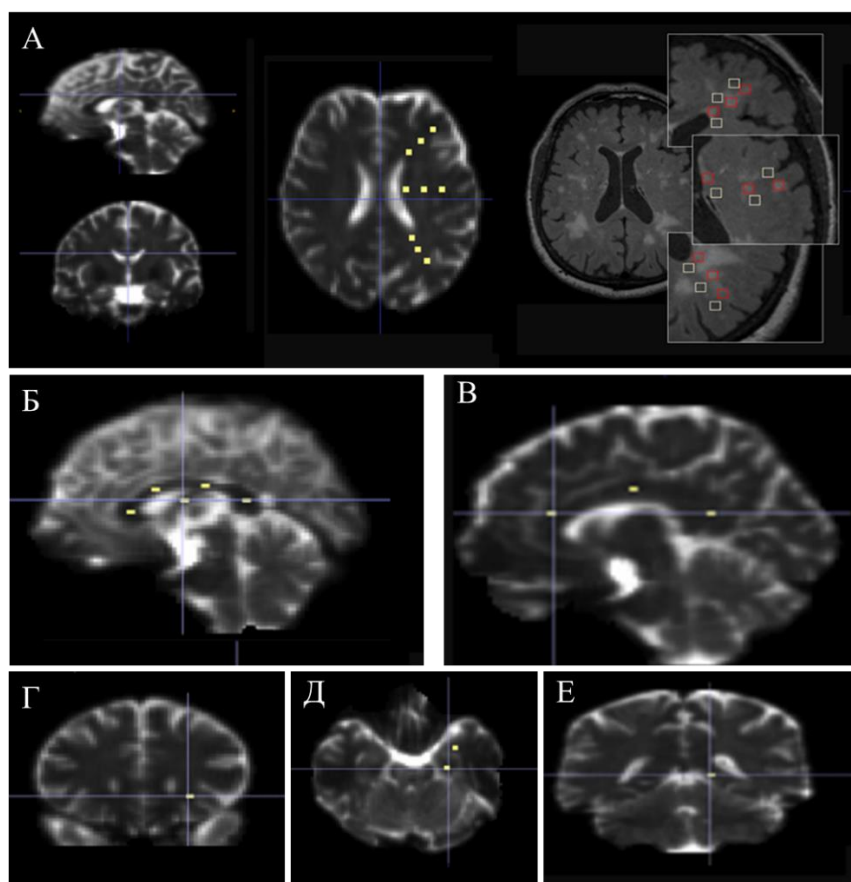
Области интереса (ROI) для анализа диффузионно-тензорных данных. А – белое вещество левого полушария большого мозга; Б – мозолистое тело и свод (область перекреста); В – поясная извилина; Г – крючковидный пучок; Д – амигдала (кпереди) и головка гиппокампа (кзади); Е – хвоста гиппокампа.
